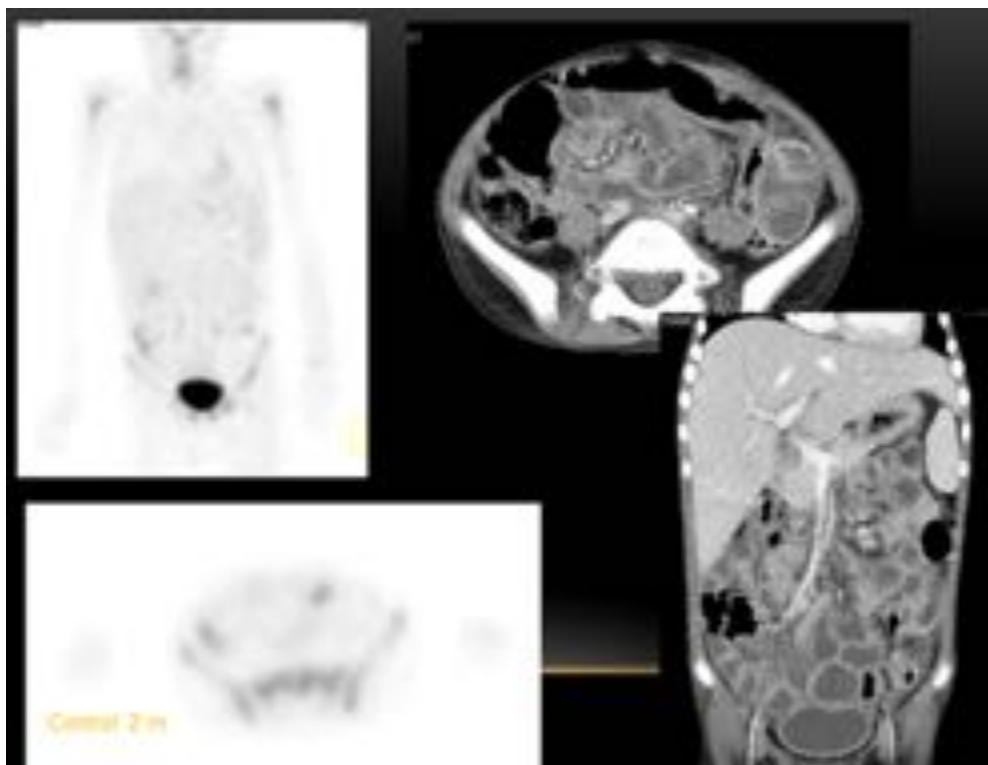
Caso clínico 3 (figuras 10, 11 Y 12). Linfoma de Burkitt, control post-tratamiento a los 2 meses. Se aprecia leve hepatomegalia homogénea sin cambios. Mejoría radiológica del engrosamiento irregular de asa de intestino delgado. Pequeña cantidad de líquido libre interasas y adenopatías de menor tamaño que en TC previo.
